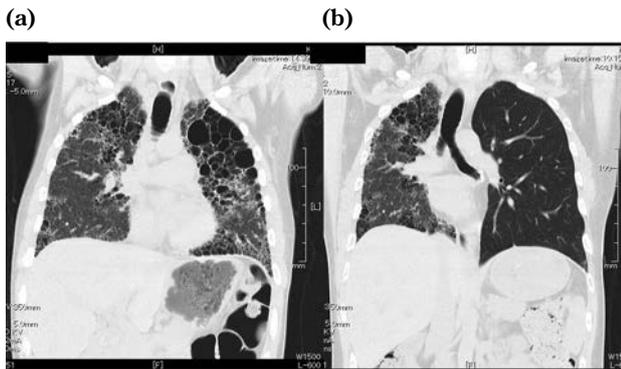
術前 (a) と術後 (b) の胸部CT画像 (冠状断)
